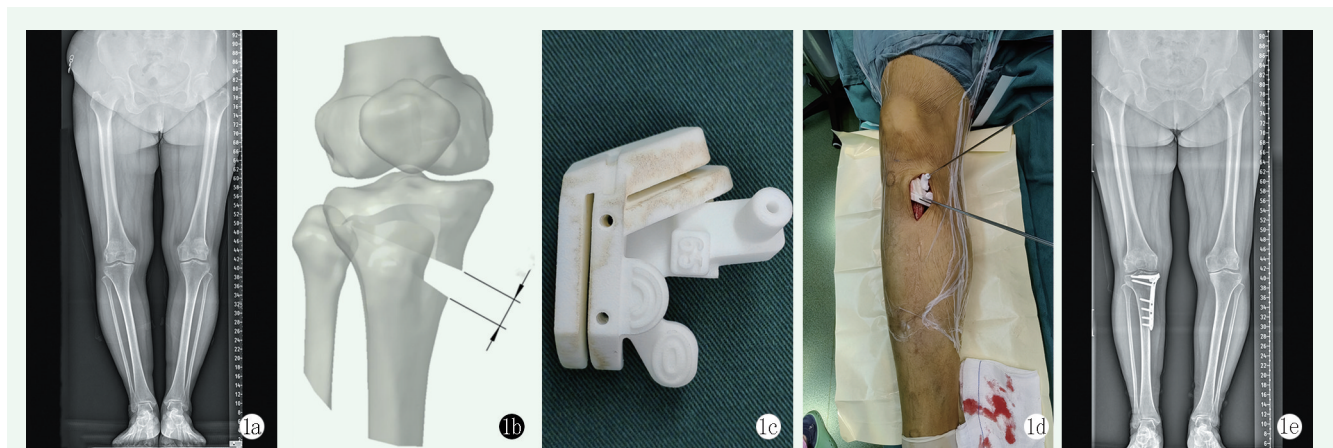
患者, 男, 64岁, 右膝骨关节炎, 采用3D打印PSI辅助OWHTO治疗 1a: 术前双下肢全长X线片示右膝骨关节炎伴内翻畸形 1b: 采用CT数据重建出的膝关节骨骼的三维模型, 模拟截骨手术, 设计PSI的截骨导板和填充导板 1c: 3D打印的截骨导板 1d: 术中在3D打印PSI截骨导板的引导下进行截骨, 在PSI填充导板引导下撑开截骨间隙, 钛板内固定 1e: 术后6个月随访时的双下肢全长X线片示右侧下肢力线矫正满意, 截骨处已完全愈合
